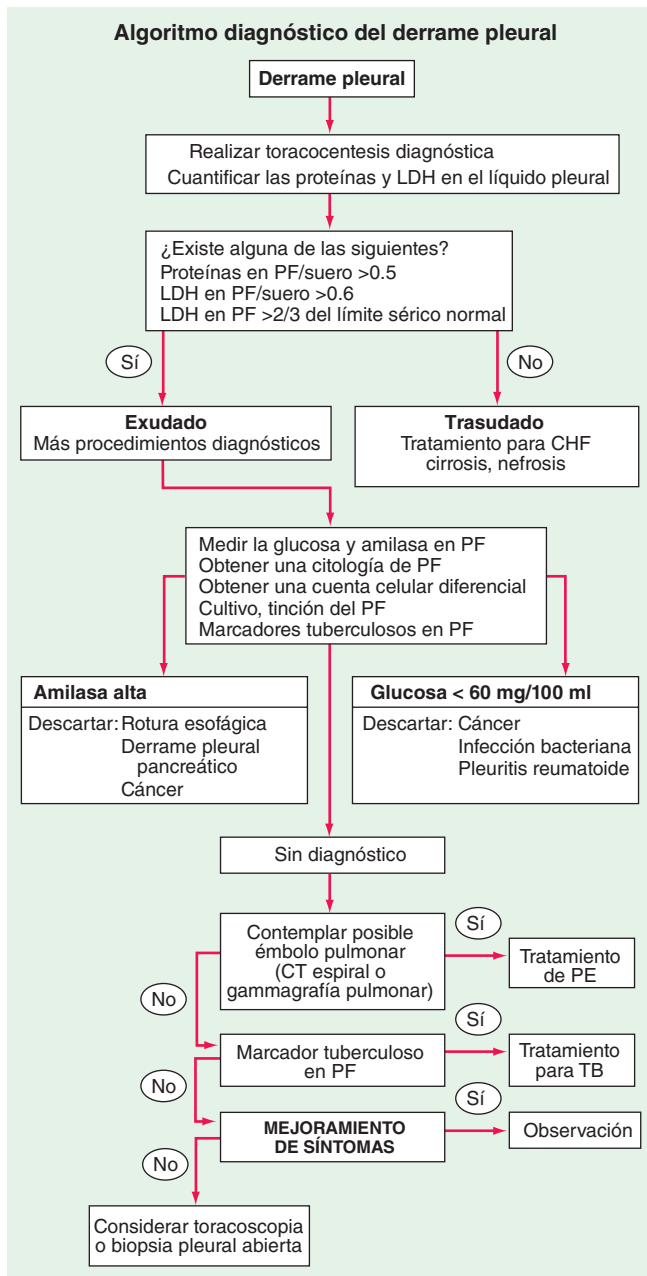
Estrategia para el diagnóstico de los derrames pleurales. CHF, insuficiencia cardiaca congestiva; CT, tomografía computarizada; LDH, deshidrogenasa de lactato; PE, embolia pulmonar; PF, líquido pleural; Tb, tuberculosis.
